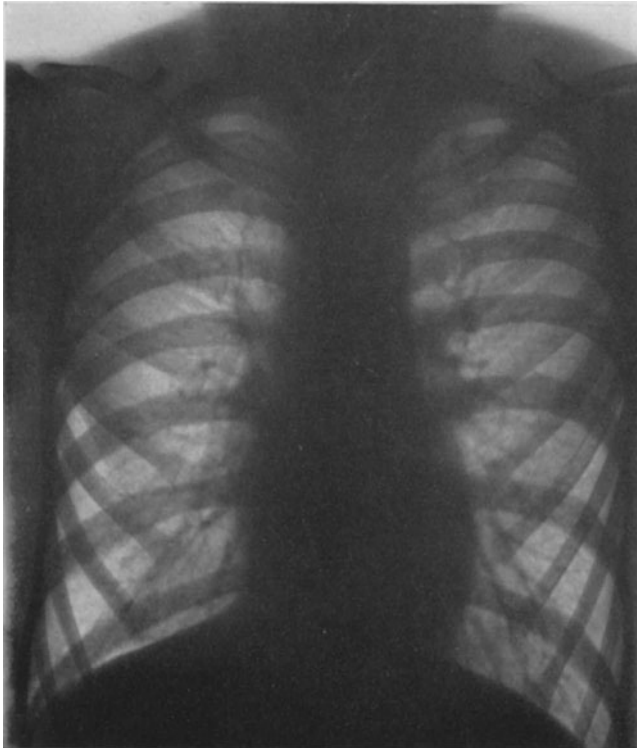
In der linken Spitze — der rechten Seite des Beschauers gegenüber — einige kleine schattentiefe Herdchen. Klinisch war der Befund negativ. Die Untersuchte fühlte sich gesund. Die Herdchen in der linken Spitze des Röntgenbildes sind der Ausdruck eines abgelaufenen Prozesses, der vor Jahren auch klinisch Erscheinungen gemacht hatte.
